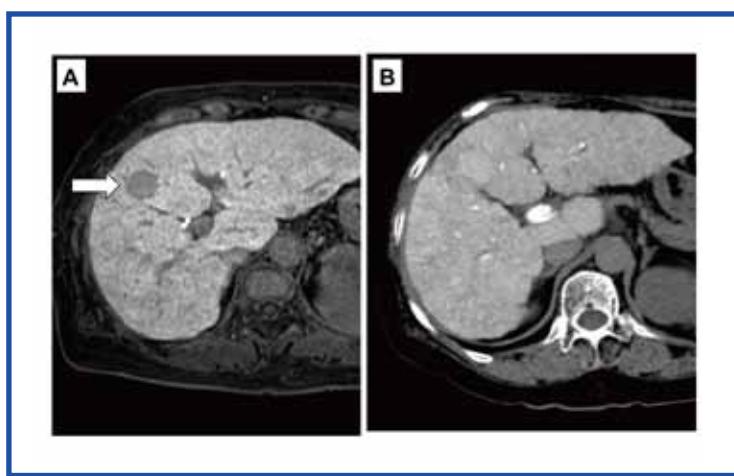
2年間経過観察した後の腫瘍像です。図Aのプリモビスト造影MRI（肝細胞造影相）では、矢印で示すように腫瘍影はよりはっきりとし、大きさも2.4cm大と大きくなっています。図Bの同時期の造影CT（門脈造影下CT）では、やはり同病変は写っていません。
